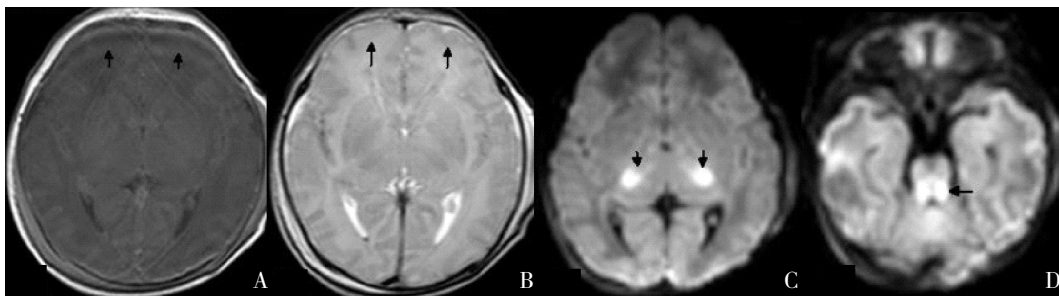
基底节/丘脑、内囊后肢及脑干损伤 重度 HIE 生后 30 h 的 MRI 可见 T1WI (A)、T2WI (B) 额叶皮层及皮层下白质信号可清晰分辨, 内囊后肢正常信号消失, 似乎整个基底节/丘脑均有受累, DWI (C) 明显丘脑受累异常高信号, 脑干后部 (锥体束) DWI 异常高信号 (D), 如箭头所示。
